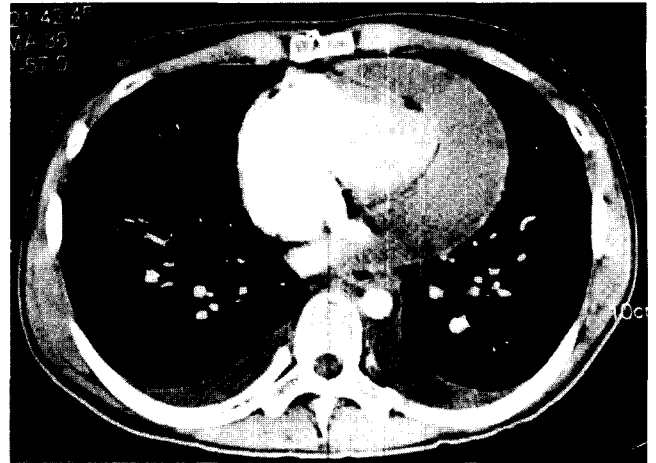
Preoperative chest computed tomogram showing hyperplasia of epicardial fat.
